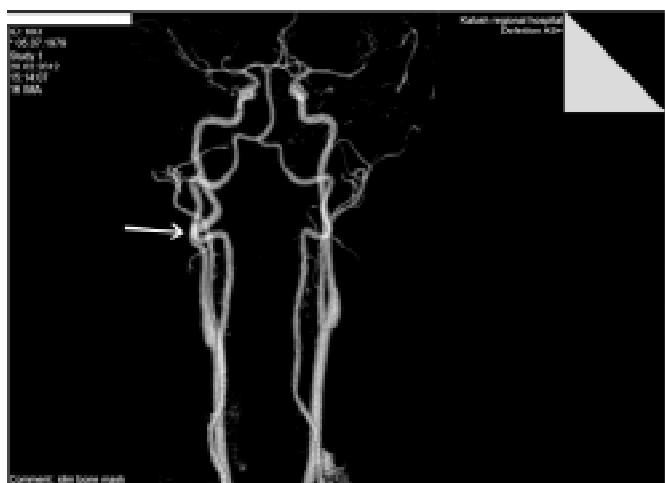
Мультиспіральна КТ-ангіографія пацієнта С., 33 р., виконана на 128-зрізовому КТ. Введено ультравіст-370 — 70,0 мл. Заключення: S-подібна девіація правої ВСА
